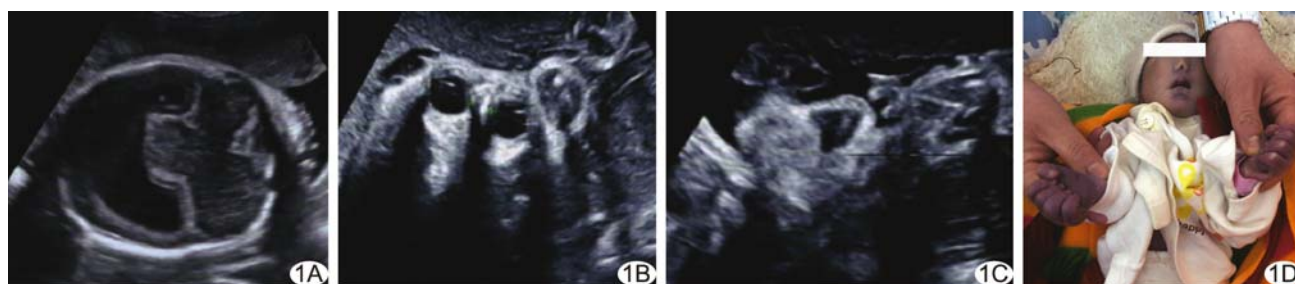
双胎之一无叶全前脑合并面部畸形 A~C. 产前超声声像图示脑内前部较大原始脑室(A)、眼距过窄(B)、单一鼻孔(C); D. 产后特殊面容、多指
